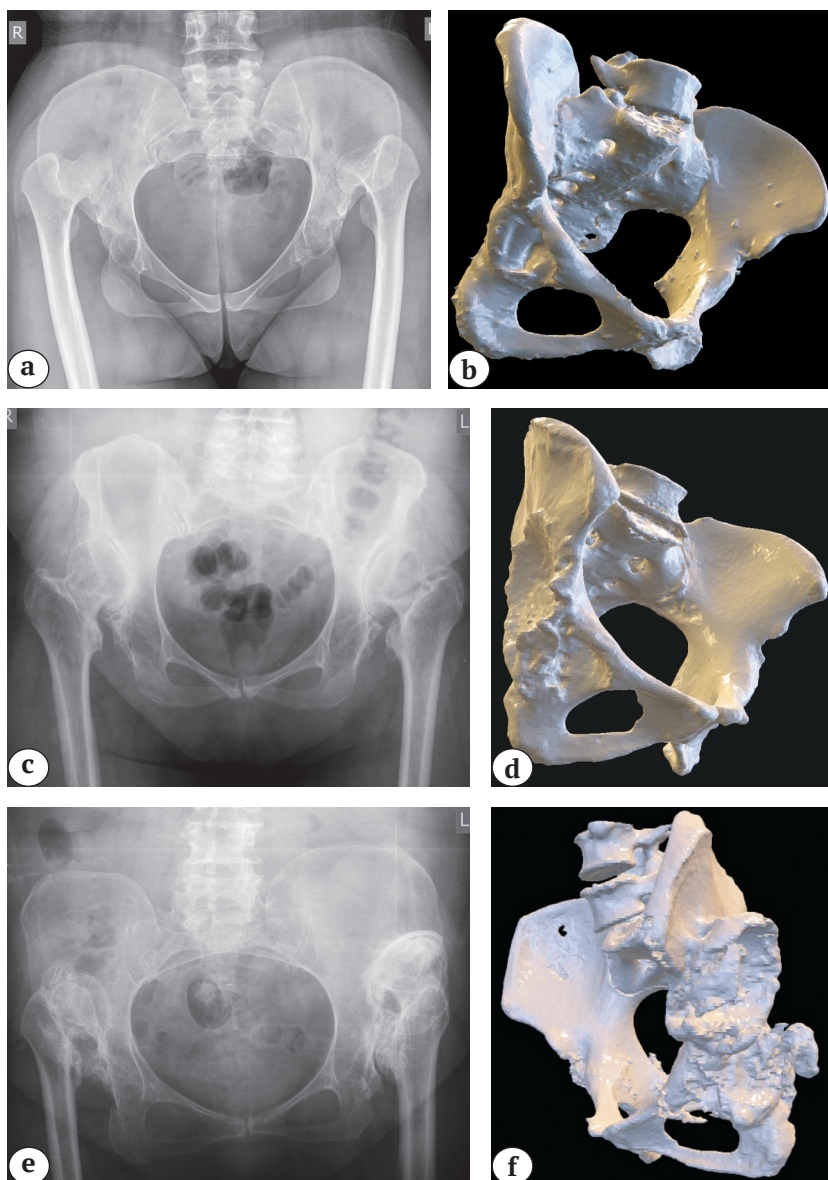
Рентгенограммы пациентки 48 лет с односторонним высоким вывихом бедра типа C2 по Hartofilakidis:
